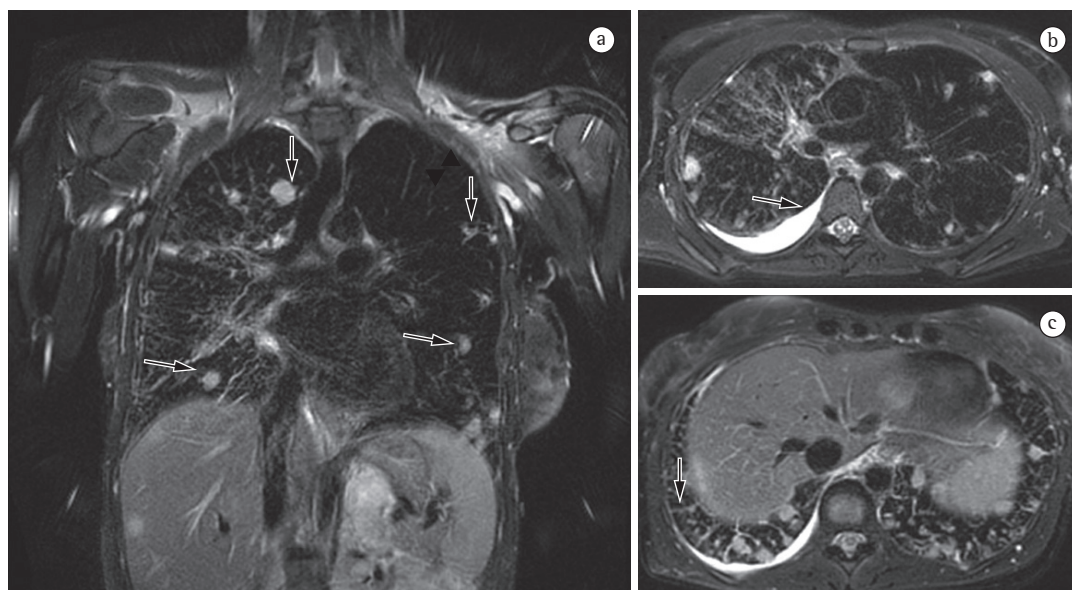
Em A, imagem de ressonância magnética coronal ponderada em T2 com saturação de gordura em um paciente com tumor pulmonar mostrando nódulos metastáticos com alta intensidade de sinal no parênquima pulmonar (setas). Em B, imagem de ressonância magnética axial ponderada em T2 com saturação de gordura mostrando derrame pleural (seta). Em C, imagem de ressonância magnética axial ponderada em T2 com saturação de gordura mostrando linhas septais que sugerem a presença de linfangite carcinomatosa (seta).
